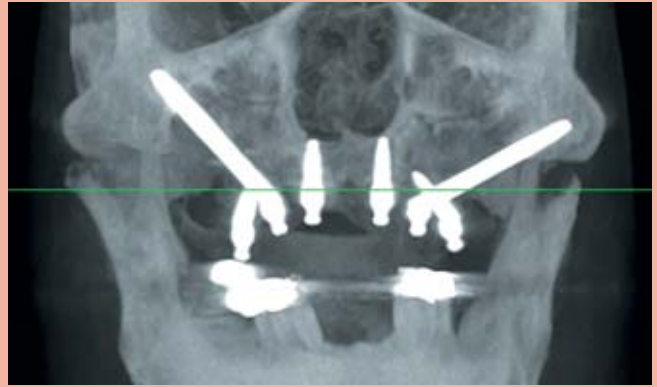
Koronare Rekonstruktion aus digitaler Volumentomografie
